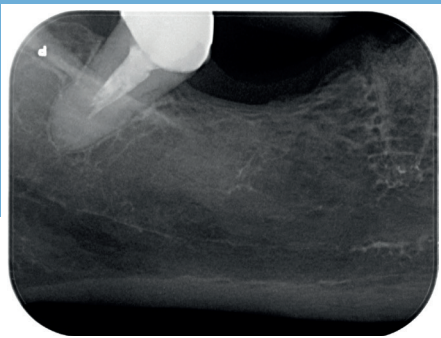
Radiografia endorale post-operatoria che mostra l'adeguato e completo riempimento dell'alveolo.
